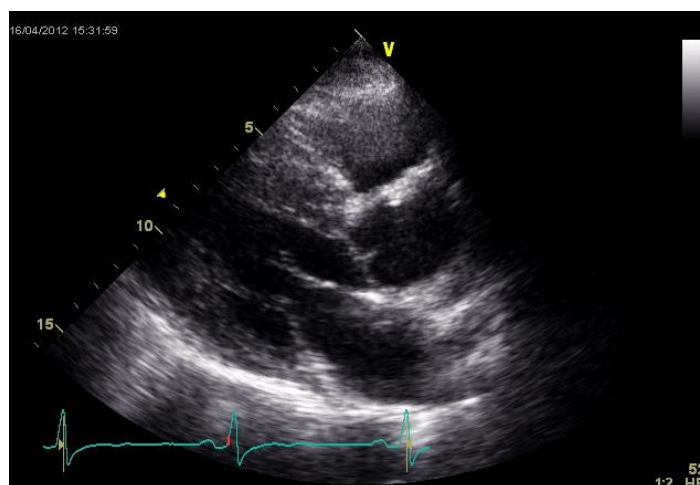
Fenótipo de MCH em ecocardiograma 2D (janela paraesternal eixo longo)
